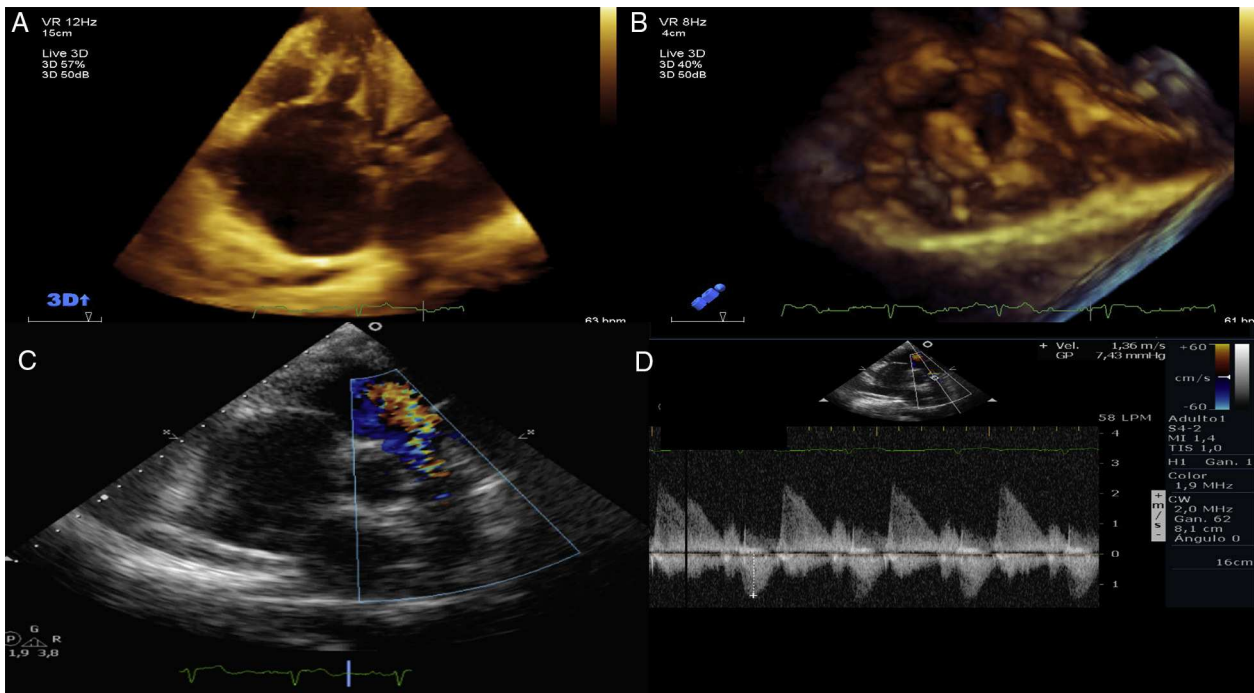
A) y B) Ecocardiografía 3D, se observa severo engrosamiento de las valvas de la tricúspide, defecto de coaptación con doble lesión valvular, estenosis e insuficiencia severas. C) El doppler color muestra insuficiencia pulmonar severa. D) Doppler continuo con imagen densa y tiempo de desaceleración corto de la insuficiencia pulmonar severa.
